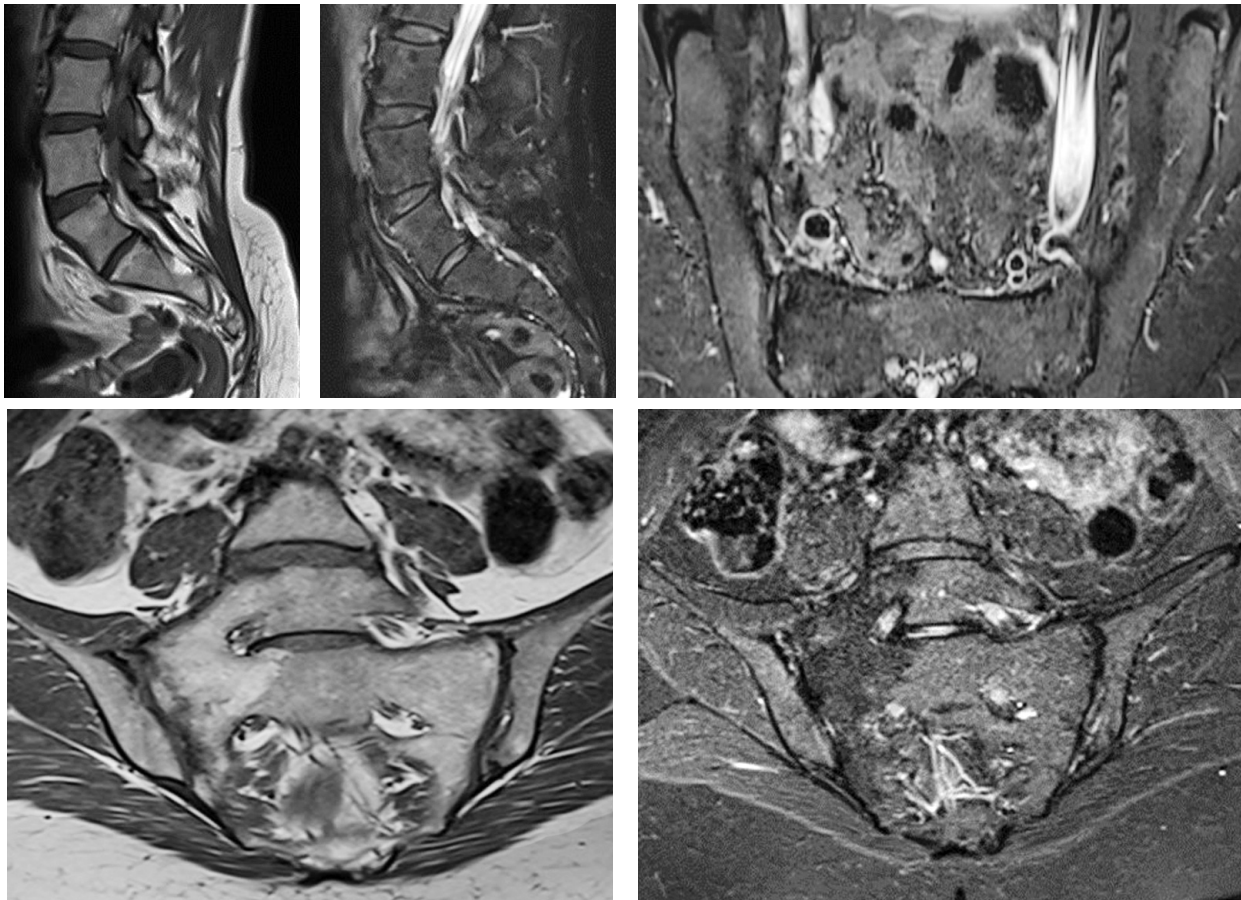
МРТ сакроілеальних зчленувань після проведеного лікування (20.05.2024)
